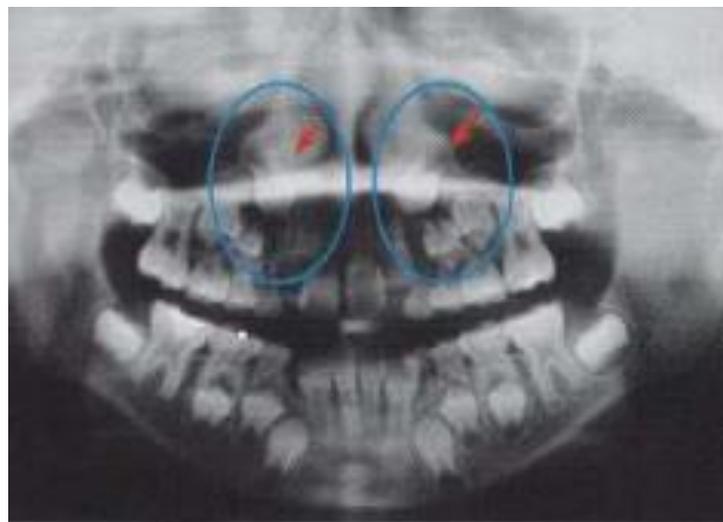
Radiografía de caninos impactados.
